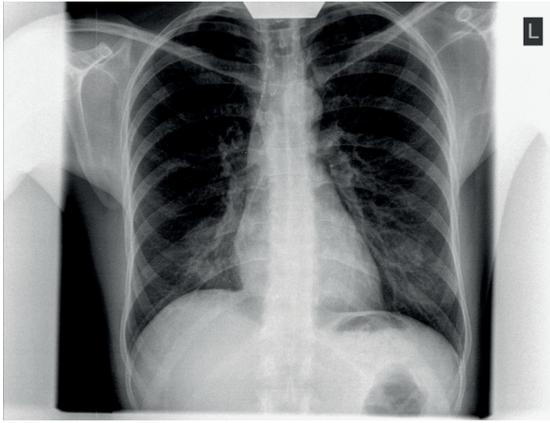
Пациентка П. - рентгенография легких после операции
